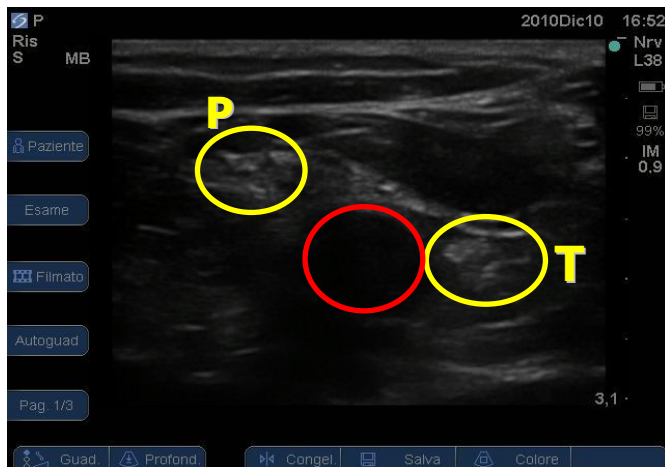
Visione ecografica nervo sciatico cavo popliteo (biforcazione nelle due componenti: n. tibiale, n. peroneo comune)
